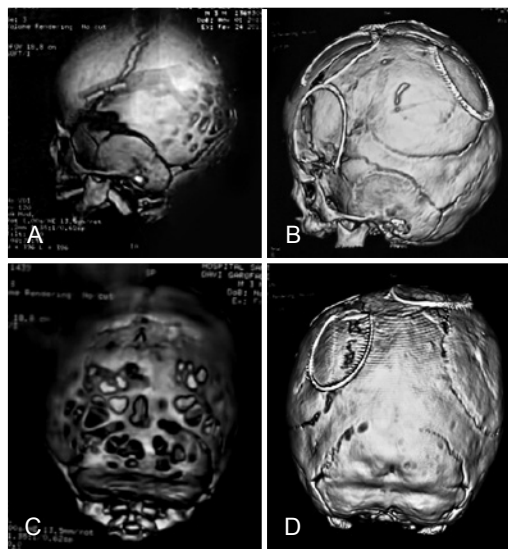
Oxicefalia. Em A e C, tomografia computadorizada de crânio pré-operatória. Em B e D, tomografia computadorizada de crânio realizada no 5º mês de pós-operatório, revelando remissão da impressão digitiforme verificada na tomografia computadorizada pré-operatória.
